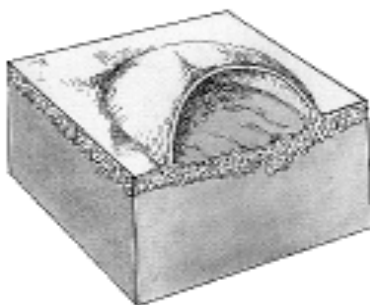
Пузир підроговий.
